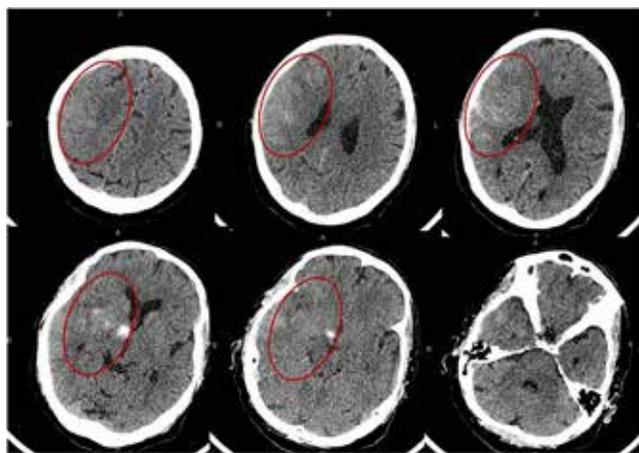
Результаты РКТ головного мозга пациента П. через сутки после реперфузионной терапии. Отмечены очаги ИГМ и петехиальной геморрагической трансформации в лобно-височно-теменной области правого полушария, с максимальной зоной в области таламуса и колена внутренней капсулы
